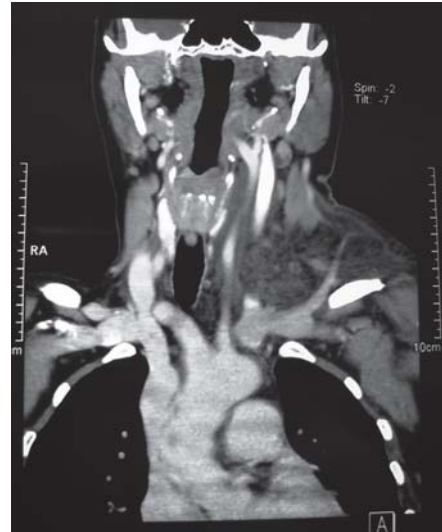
TC cervical, Corte coronal: Edema desplaza paquete vasculonervioso cervical y vía aérea.
